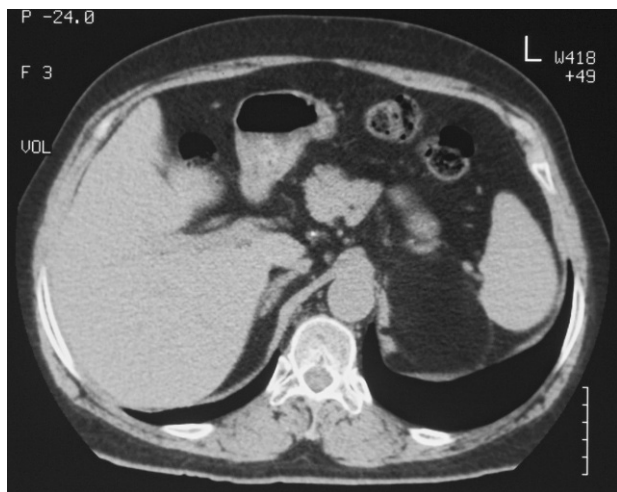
Tomografía computarizada abdominal.
